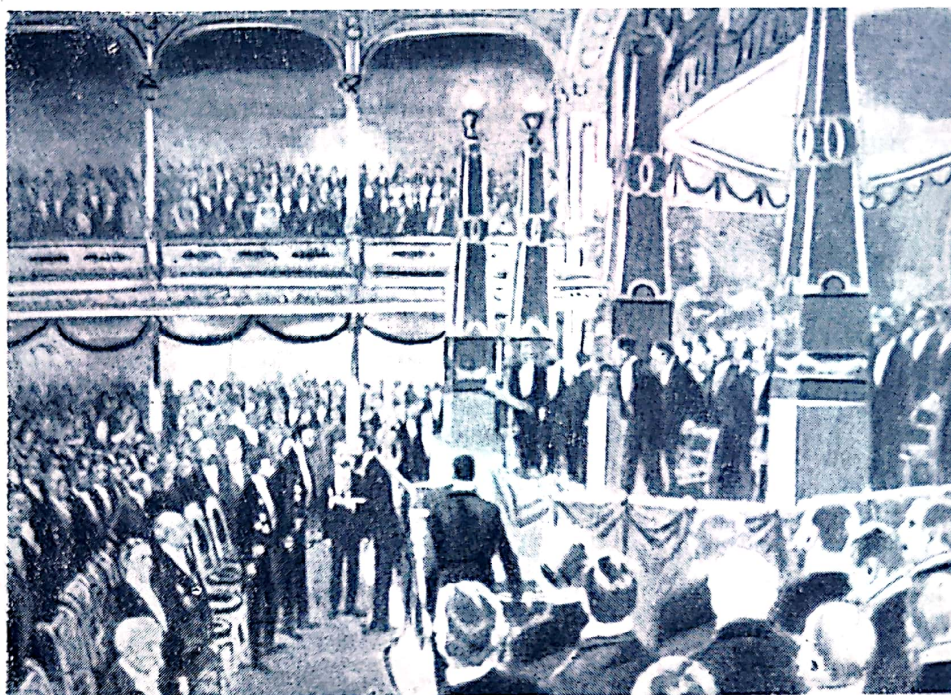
Ședința în care W. C. Röntgen a primit premiul Nobel pentru fizică, în 1901.
